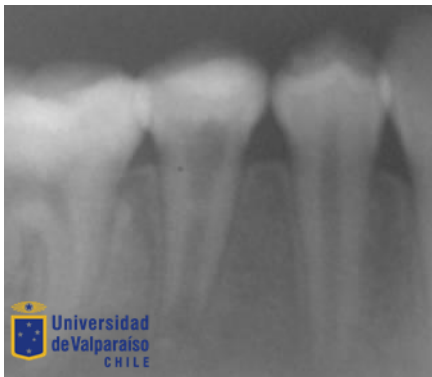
Radiografía control 6 meses (08/07/16) se observa engrosamiento de pared radicular mesial
